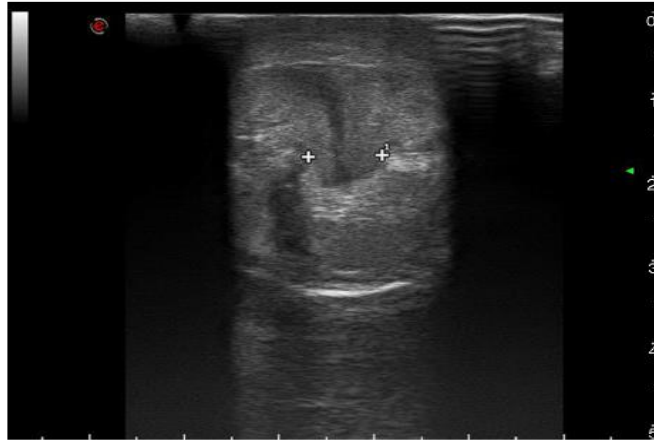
Ecografía de pene: solución de continuidad de 1 cm en cuerpo cavernoso derecho
